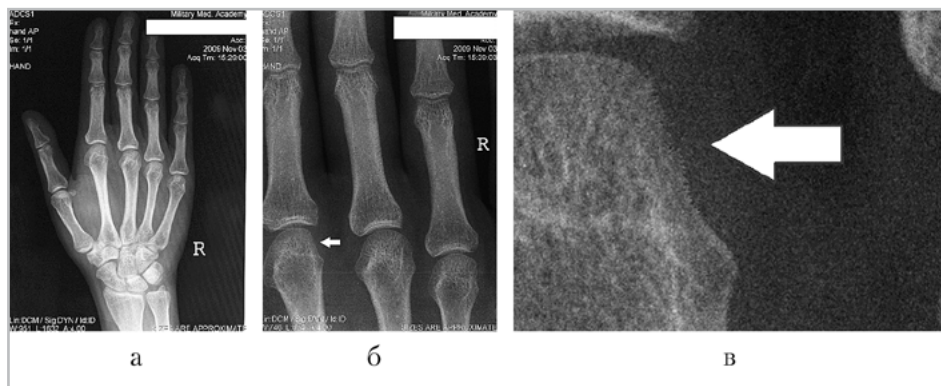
Рентгенограммы пациента А., 34 года. Диагноз «ревматоидный артрит». Длительность заболевания 3 мес. На рентгенограмме правой кисти (а) патологических изменений не определяется. На рентгенограмме правой кисти, выполненной при помощи микрофокусной рентгенографии с прямым увеличением изображения в 5,5 раза (б, в), в области головки II пястной кости определяется краевая эрозия (стрелка)
